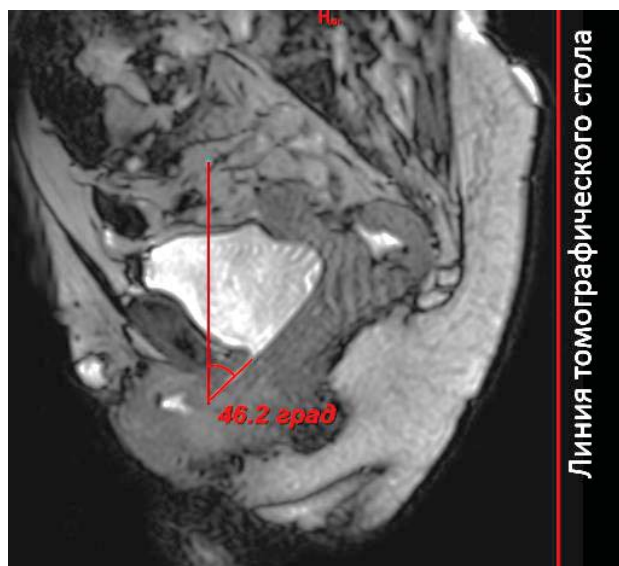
МРТ в сагиттальной плоскости на высоте пробы Вальсальвы, угол инклинации уретры – УИУ
